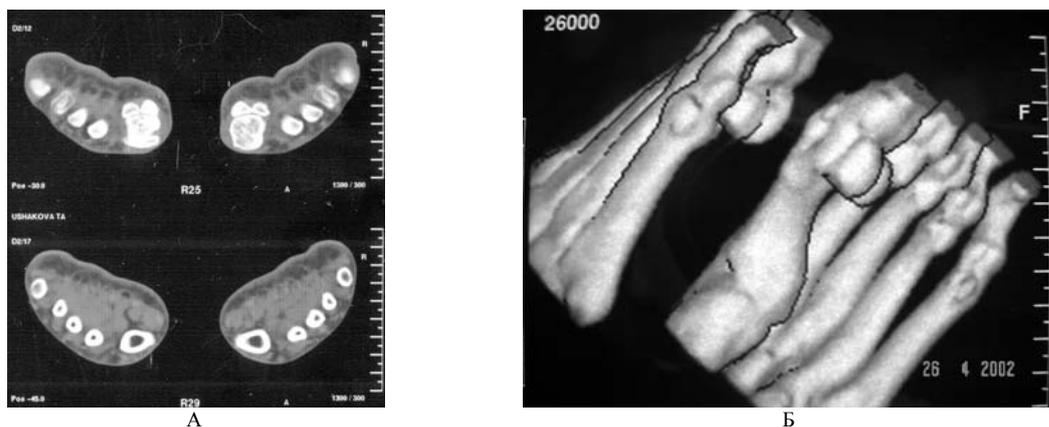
Послеоперационная компьютерная томография стоп (А – аксиальный срез; Б- 3D-реконструкция).
